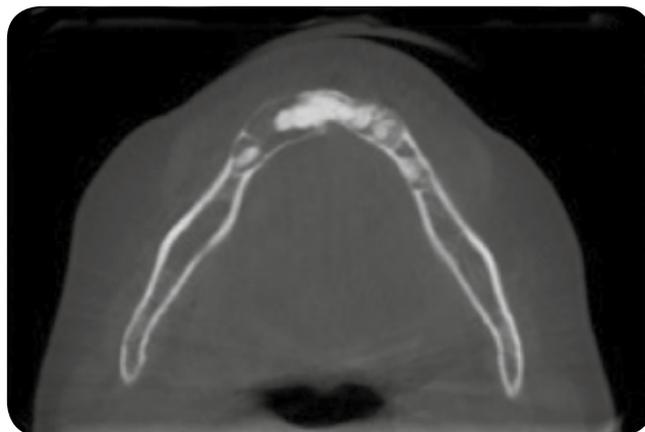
Caso 2. Reconstrução axial usando Tomografia Computadorizada de feixe cônico (2017)
